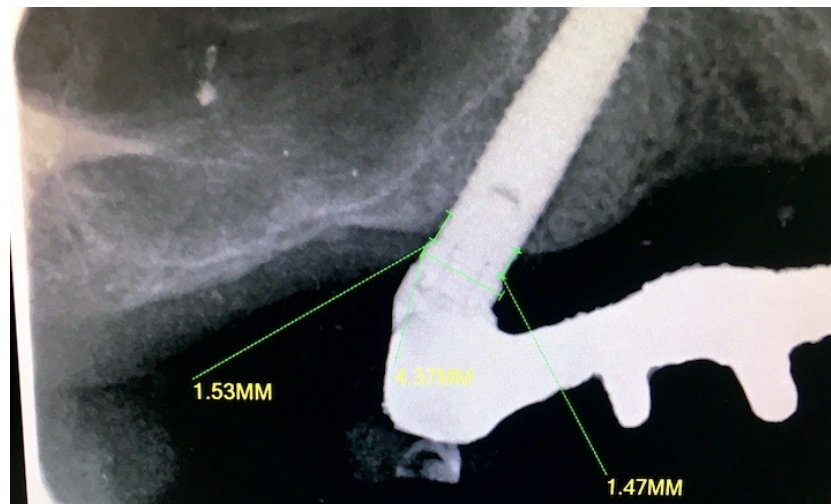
RADIOGRAFIA ENDORALE DI UNO DEI PAZIENTI INCLUSI NELLA RICERCA
